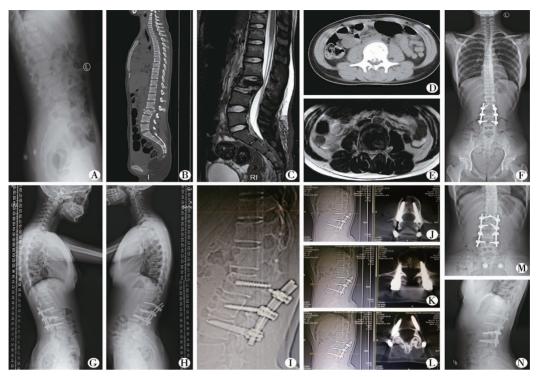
本病例影像学检查组图 注 A:术前侧位 X 片; B:术前 CT 矢状位像; C:术前 MRI 矢状位像; D:术前 L3 CT 横断位像; E:术前 L3 MRI 横断位像; F:术后全脊柱正位 X 片; G:术后全脊柱侧位 X 片; H:术后 6 月,断钉,全脊柱侧位 X 片; I:腰椎侧位 X 片,断钉; J:断钉时 L2 椎弓根 CT 横断位像; K:断钉时 L3 椎弓根 CT 横断位像; L:断钉时 L4 椎弓根 CT 横断位像; M: 翻修术后,正位 X 片; N:翻修术后,侧位 X 片
